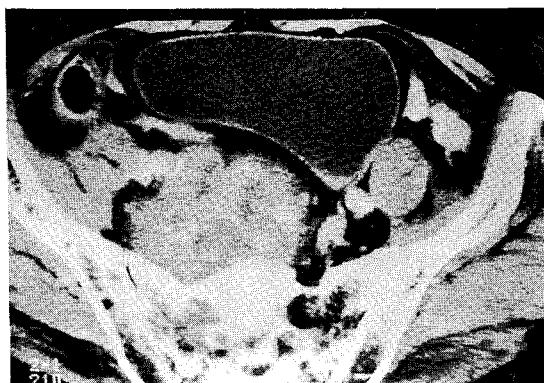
골반 CT에서 직경 8 cm 크기의 종괴가 척수 신경 및 요관을 누르고 있음.
